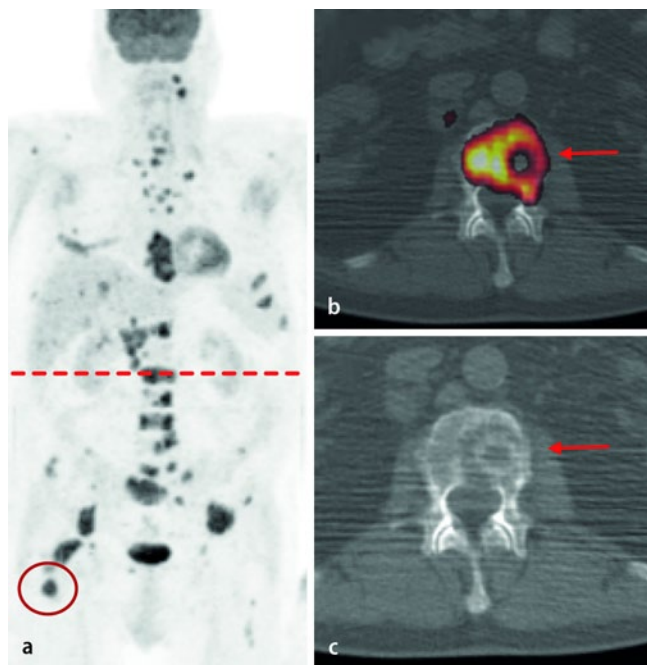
◀ FDG-PET/CT (a MIP, b Fusion, c CT) bei rechts inguinaler Metastase (Kreis) ohne Nachweis des Primärtumors. Fortgeschrittene disseminierte osseäre Metastasierung mit drohender Fraktur von LWK2 bei stoffwechselaktiver Metastase (Pfeil) mit der Gefahr einer Myelonkompression
